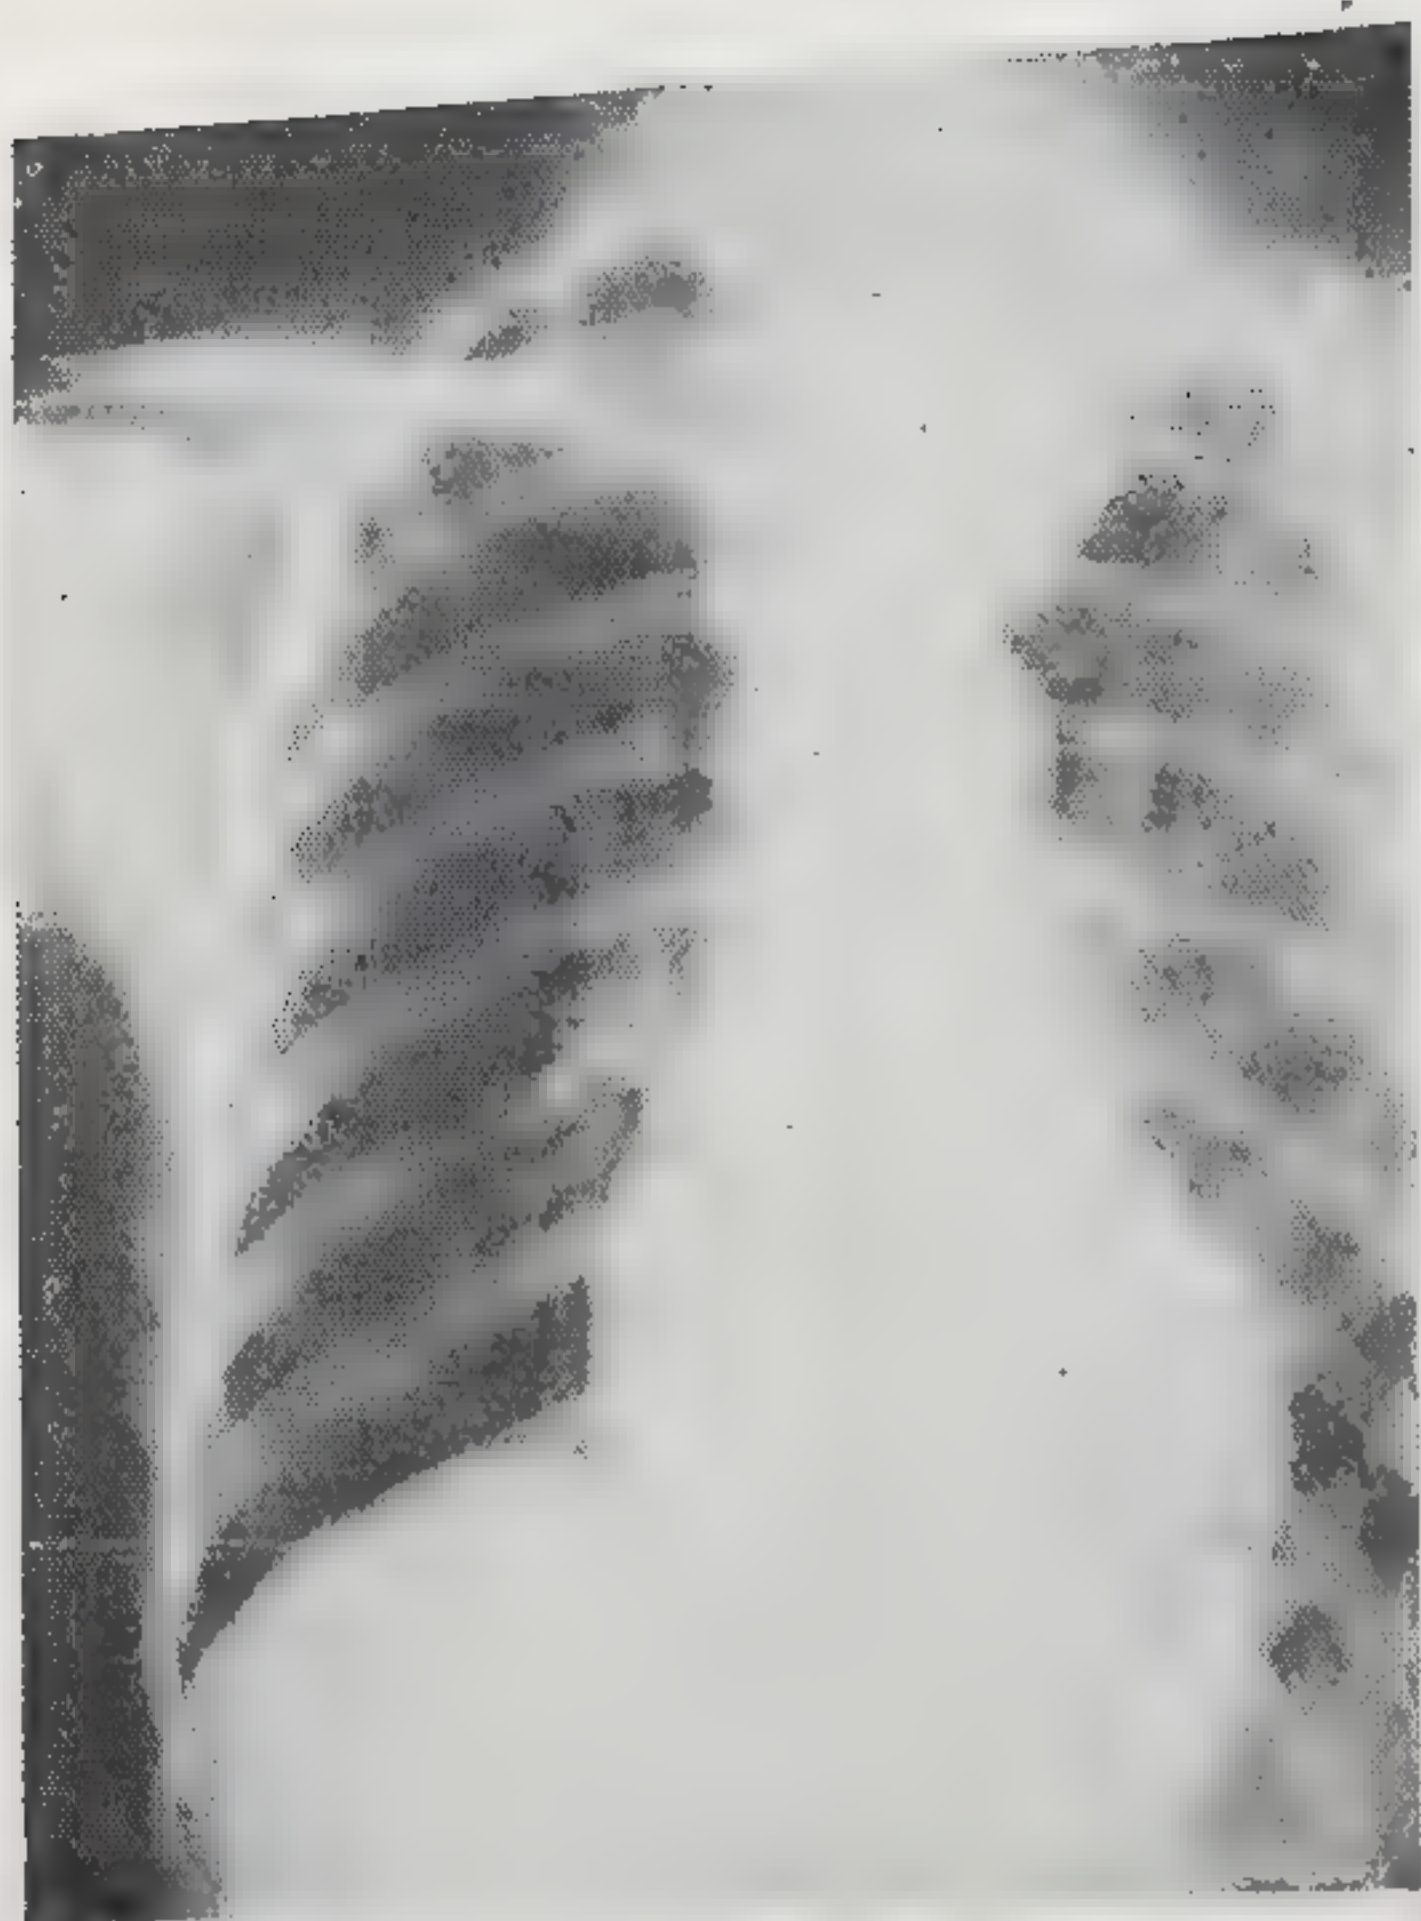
Рентгенограмма грудной клетки того же больного Н.: круглая тень в верхней части средостения.
